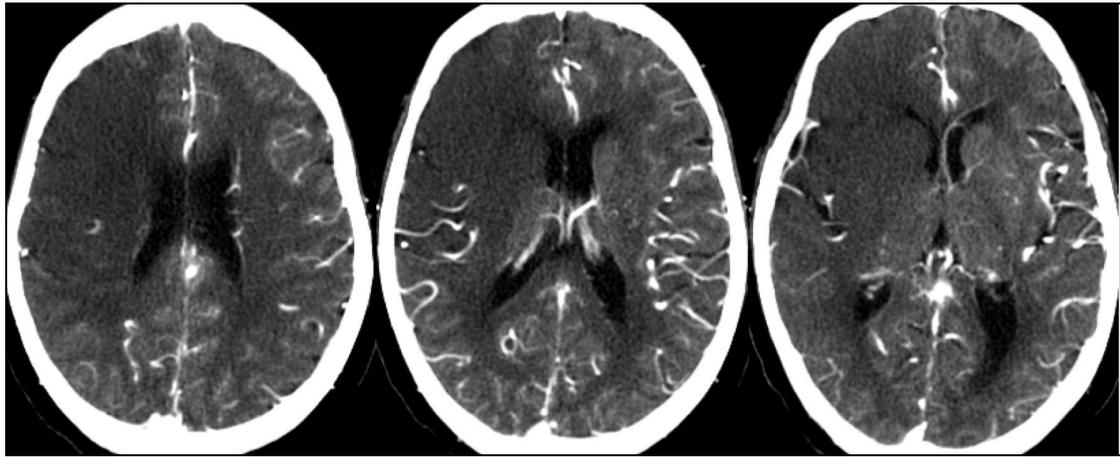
CTA 源图像示右侧大脑中动脉供血区较大范围低密度影
